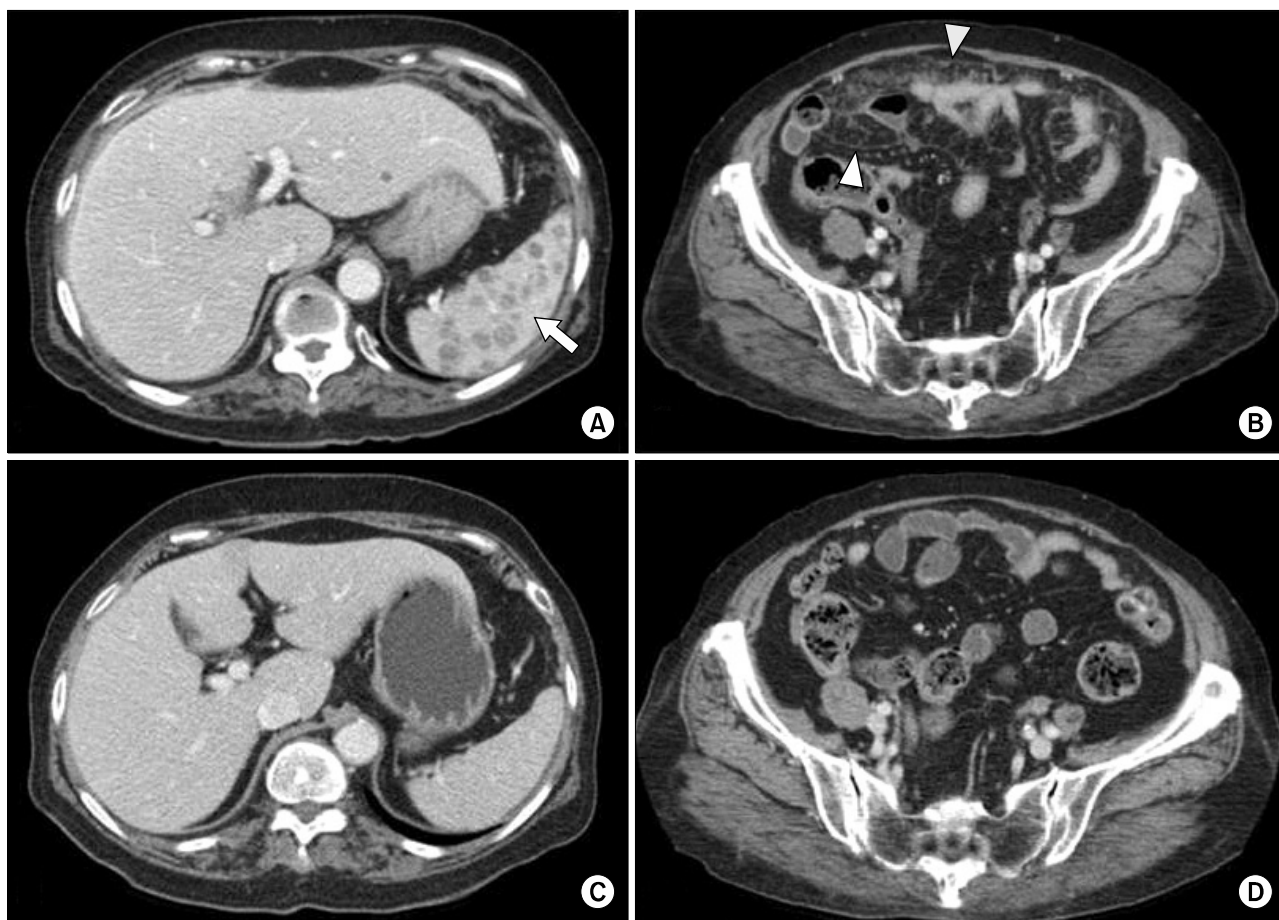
Computed tomographic finding. (A) Multiple small low attenuations are seen in the spleen (arrow). (B) Diffuse omental infiltration and peritoneal thickening are seen, suggested acute peritonitis (head of arrows). (C) Resolution of multiple spleen nodule, (D) Improvement of omental infiltration.
